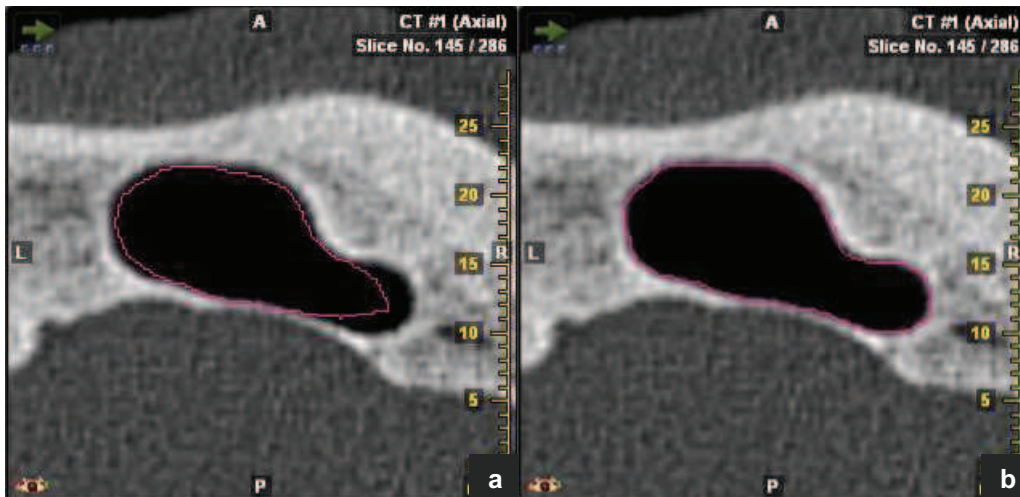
Volumenbestimmung des Sinus frontalis in BrainLAB. Transversales CT-Schnittbild. Die pinkfarbene Linie zeigt den Verlauf der Sinuskontur an. Dargestellt ist dieselbe Schicht a nach Interpolation und b nach manueller Korrektur der Interpolation.
